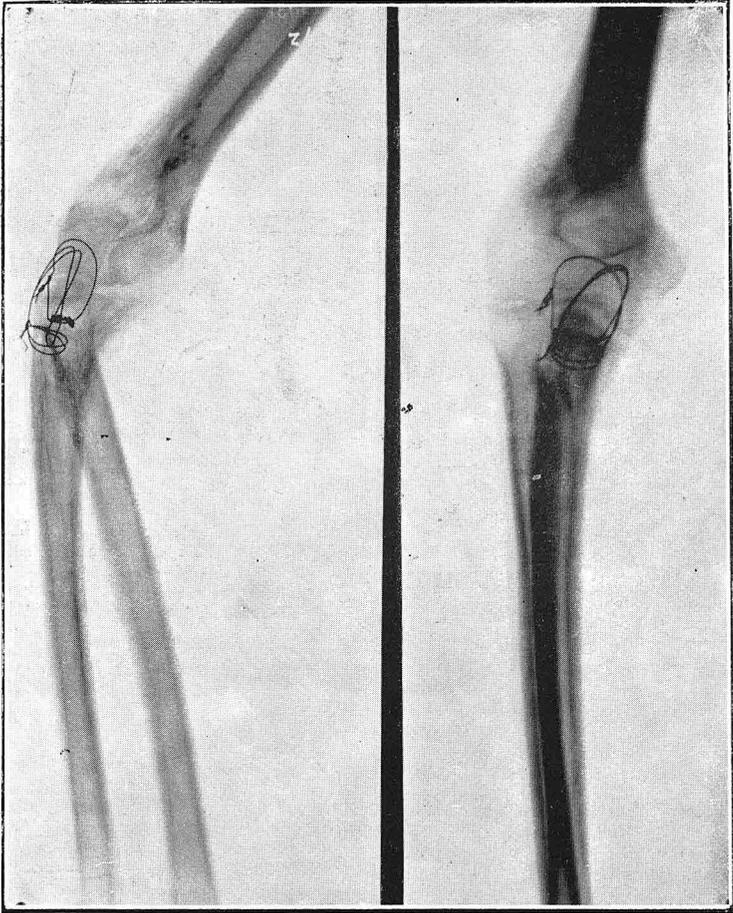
Radiografía No. 9142
